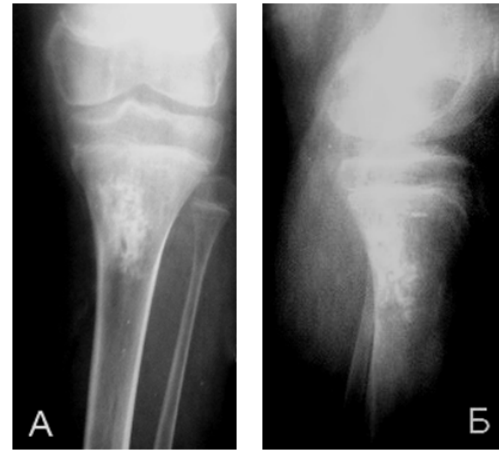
Рентгенограмма верхней трети левой большеберцовой кости ребенка С. через 9 мес. после заполнения дефекта кости кортикально-губчатыми биоимплантатами Тутопласт
